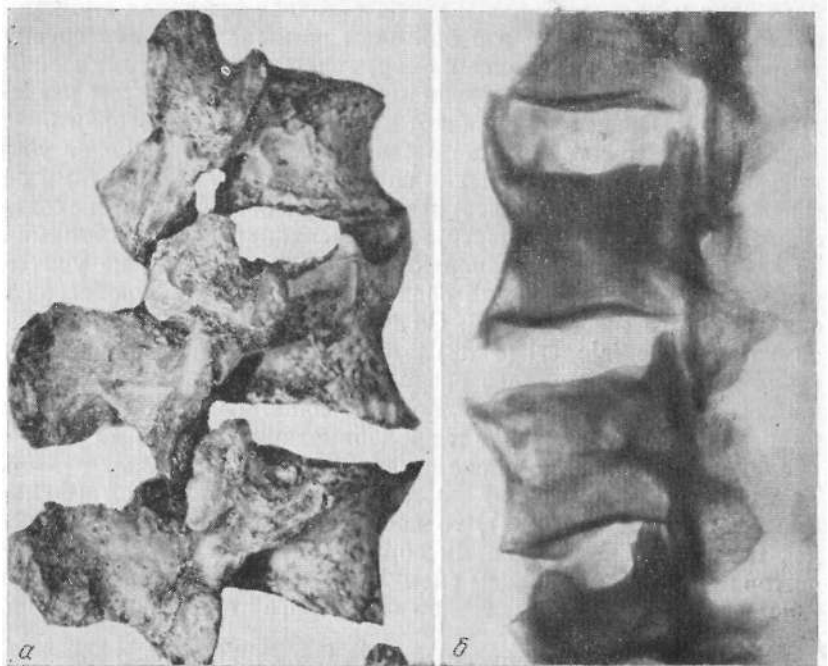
Анатомический препарат трех поясничных позвонков, а — вид сбоку; явления спондилеза и спондилартроза; б — рентгенограмма того же препарата. Отчетливо видно, что остеофиты на телах позвонков «растут» не из апофизов, а отступя от них. Остеофиты на суставных отростках дают картину склероза.
